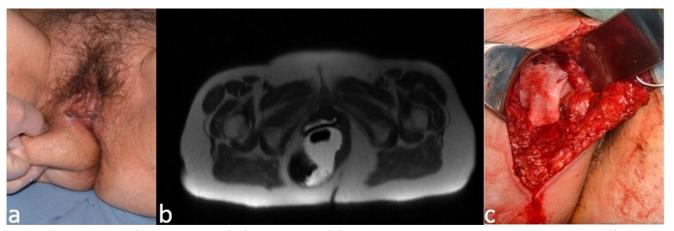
Patiente de 69 ans présentant une hernie périnéale du rectum. Antécédents de 2 accouchements par voie basse non traumatique. Tuméfaction latéro-anale droite extériorisée aux efforts de poussée (a). IRM pelvienne : hernie périnéale extériorisée dans la fosse ischio-anale droite à contenu rectal (b). Récidive à 3 ans d'une intervention de suspension rectovaginale par voie abdominale. Reprise chirurgicale par voie périnéale pour résection de la recto-cèle latérale et réparation du défect pariétal par mise en place d'une prothèse biologique (c).
